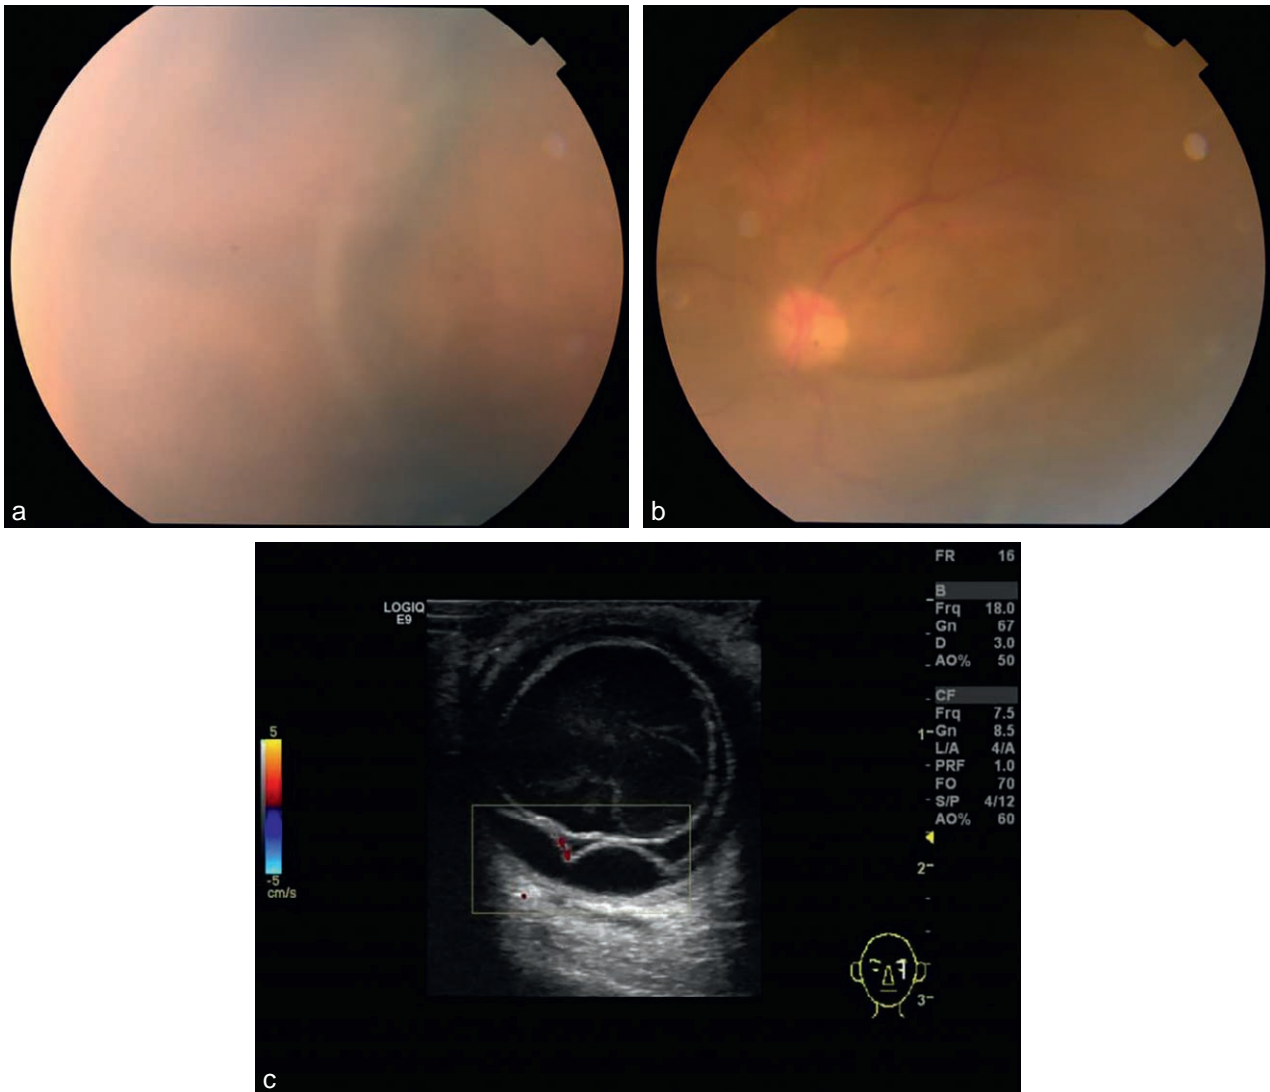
Syndrome d'effusion uvéale ou décollement choroïdien. a, b. Fond d'œil montrant un décollement choroïdien circonférentiel. c. En échographie, décollement anéchogène de la choroïde.
